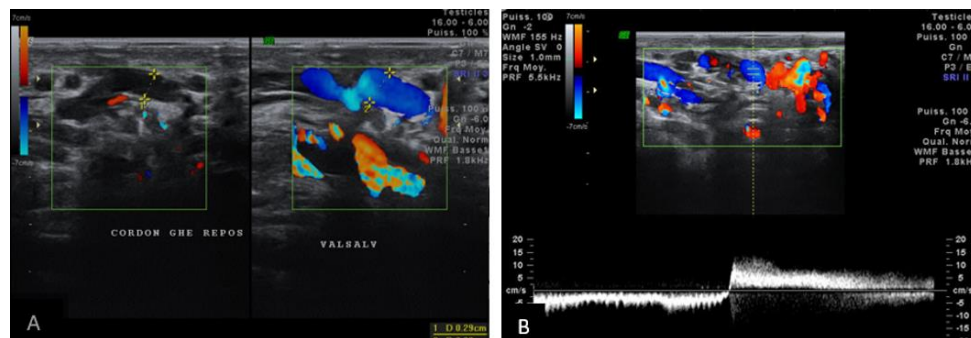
varicocèles avec reflux pathologique au doppler
